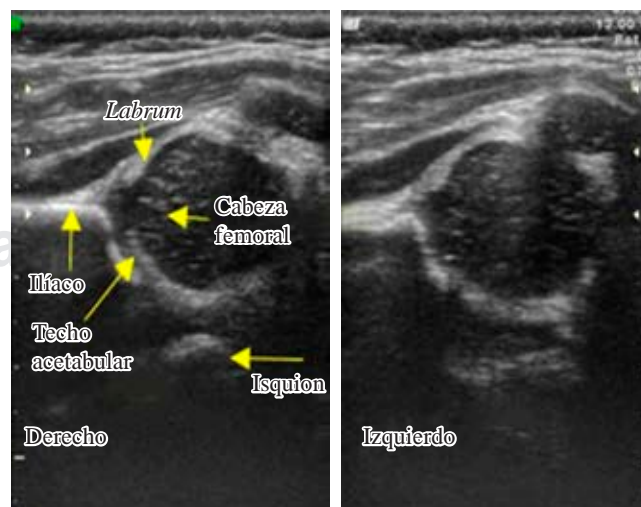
Estructuras ultrasonográficas.
